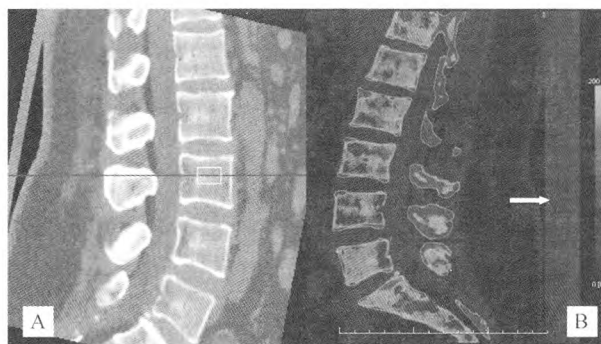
A 为单能量 QCT 测量骨松质 BMD; B 为 DECT 钙质图, DECT 骨钙 CT 值及骨髓 CT 值测量选择与 QCT 相同 ROI, 图中箭头所示为 QCT 校准体模板
